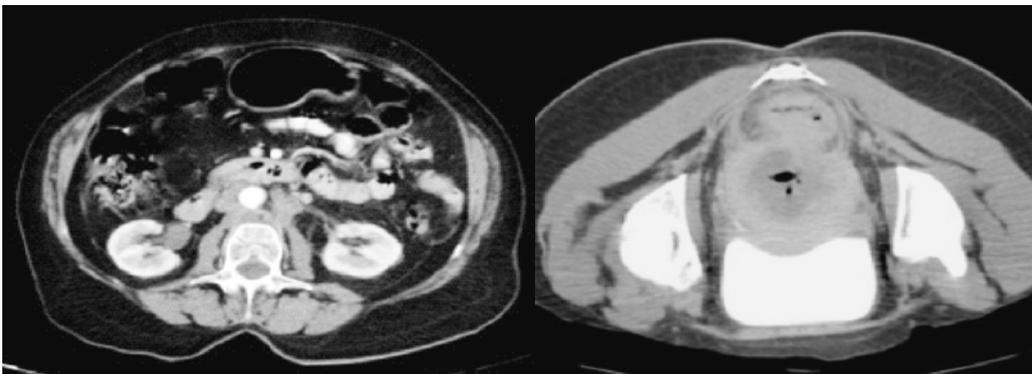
TC con contraste en fase arterial y de eliminación en paciente con CaCu, observando ganglios paraaórticos y en la segunda imagen invasión a pared del recto, así como cambios por radioterapia.
